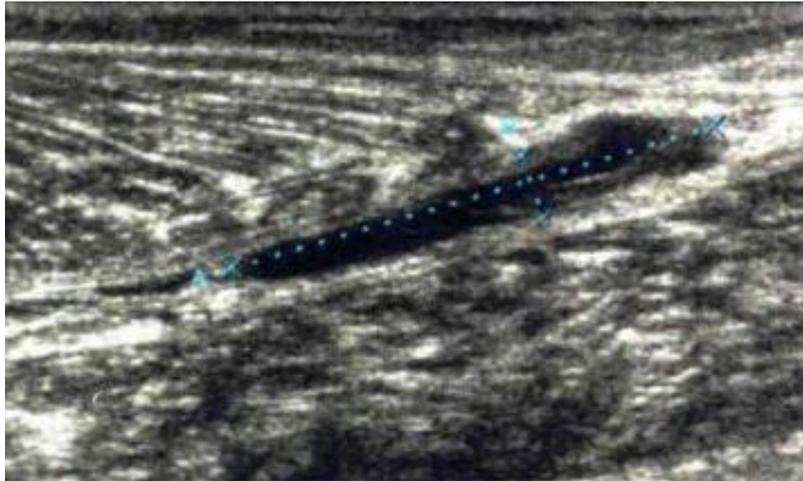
échographie d'une déchirure musculaire
